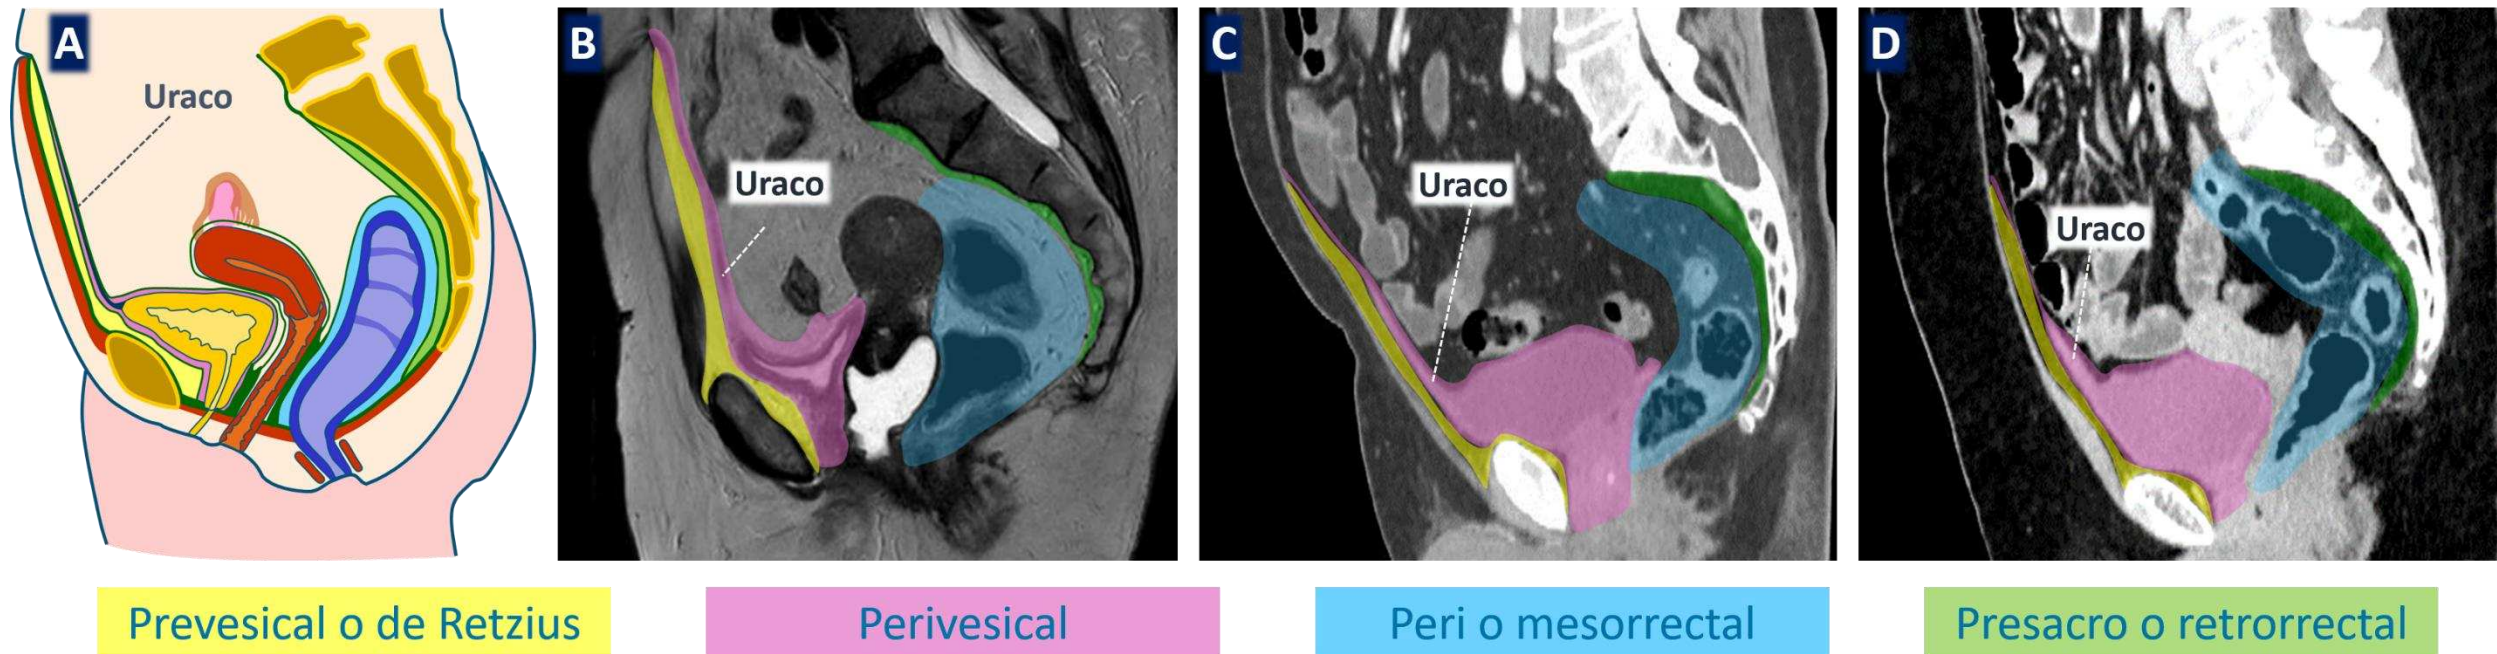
A. Representación axial esquemática del uraco y los espacios extraperitoneales de la pelvis. B. Imagen sagital T2 de RM de una mujer. C. Imagen sagital de TC de un varón. D. Imagen sagital de TC de una mujer.
